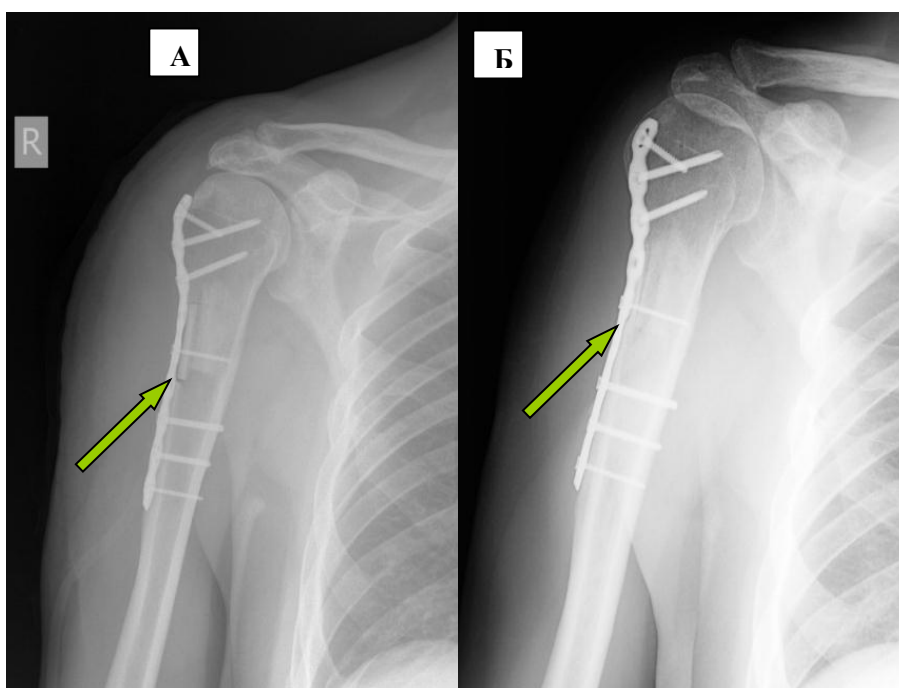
Рентгенограмма правого плеча Больного Я. основной группы после операции: А) через 1,5месяца; Б) через 12 месяцев. (Стрелкой указана область выполненной операции с наличием трансплантата и металлофиксатора).
